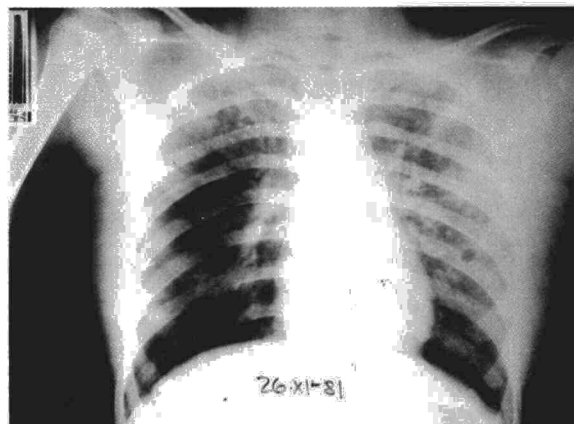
Radiografía de tórax inicial en el paciente 3.
